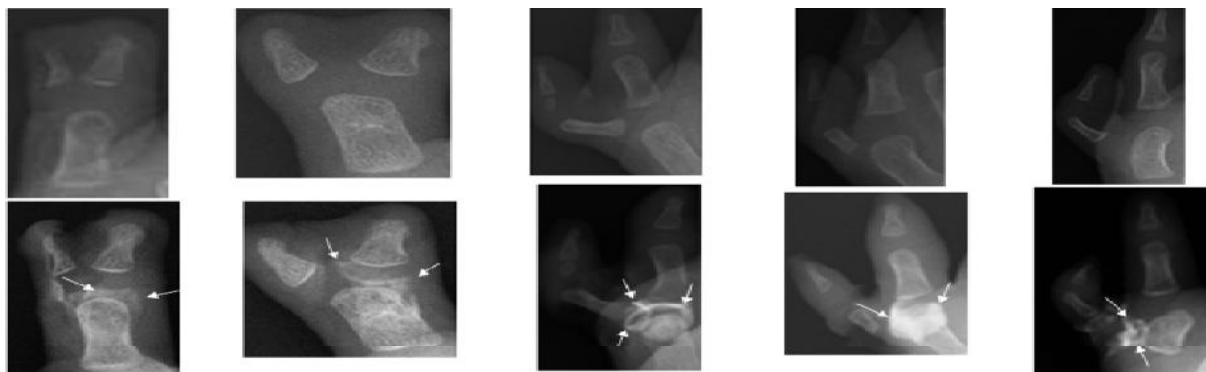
Images de radiographies et d'arthrographies.
